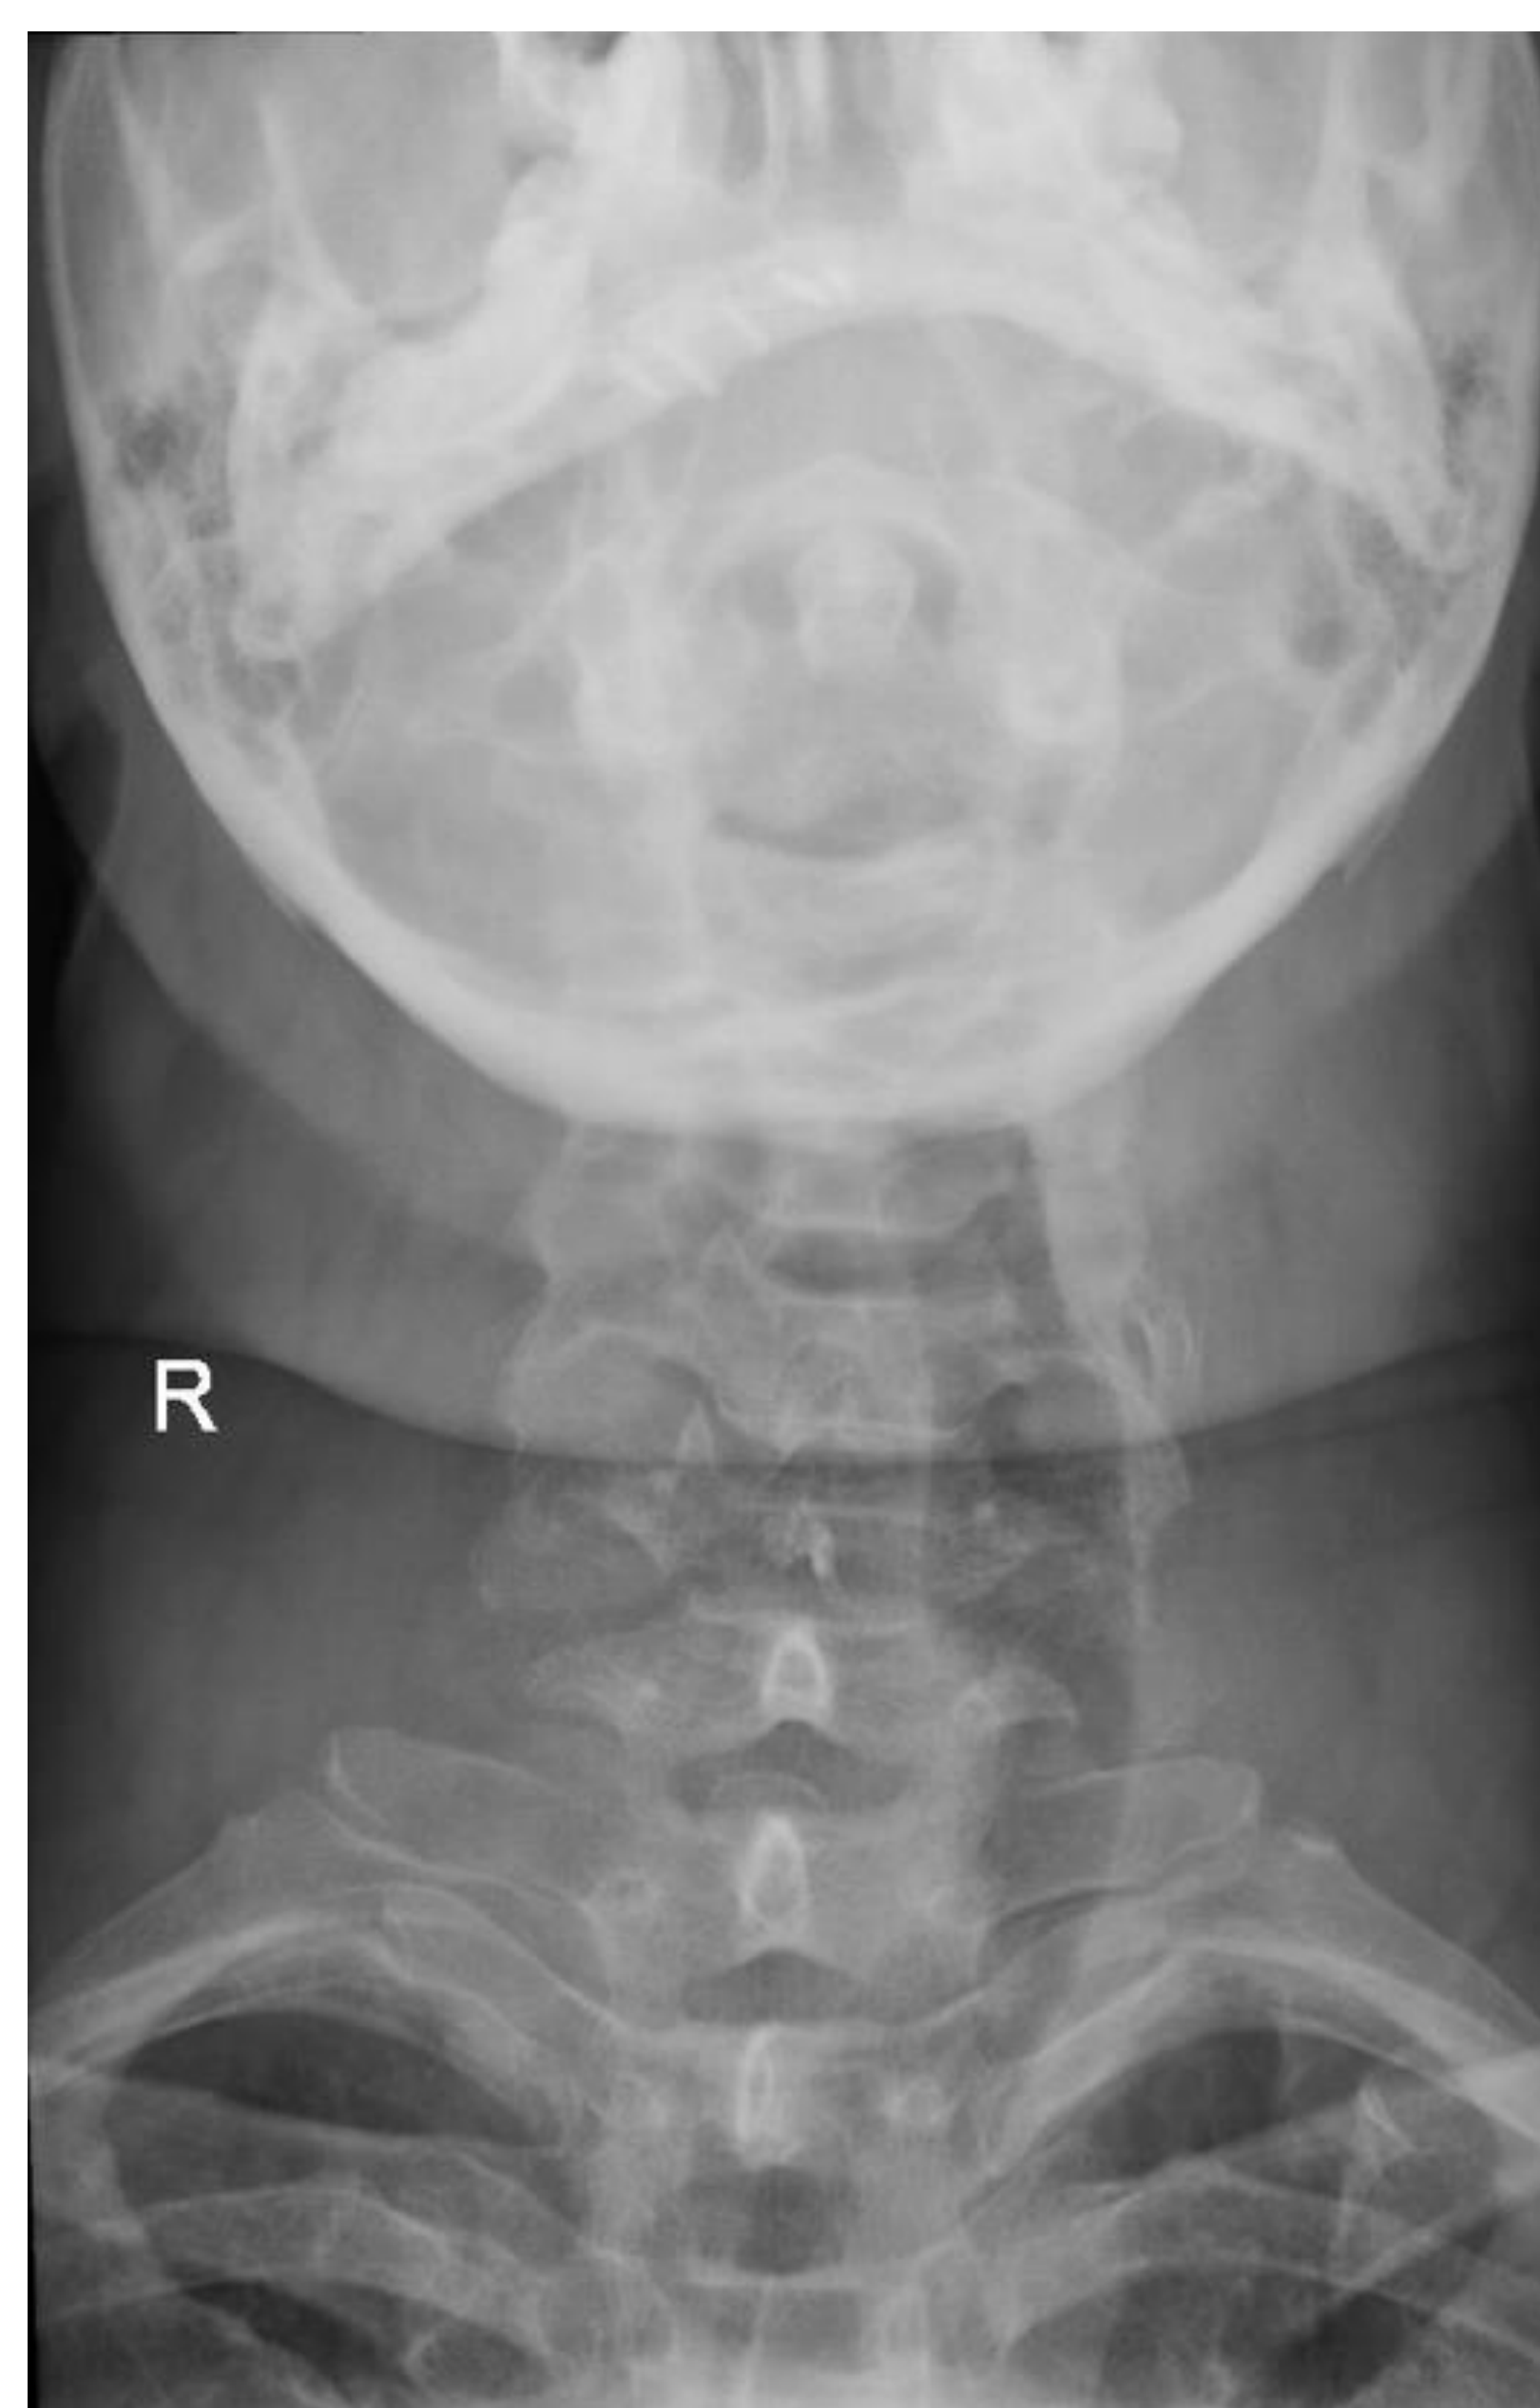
Radiografía cervical y de tórax
